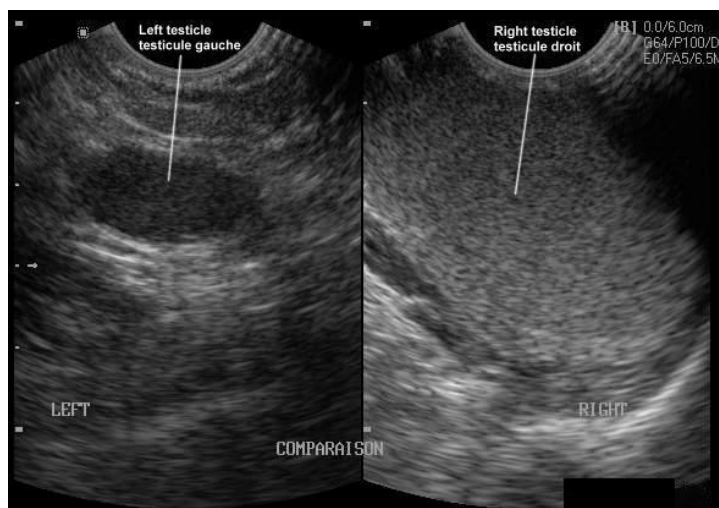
Image échographique bilatérale et comparative d'un TND droit en coupe frontale [36]
